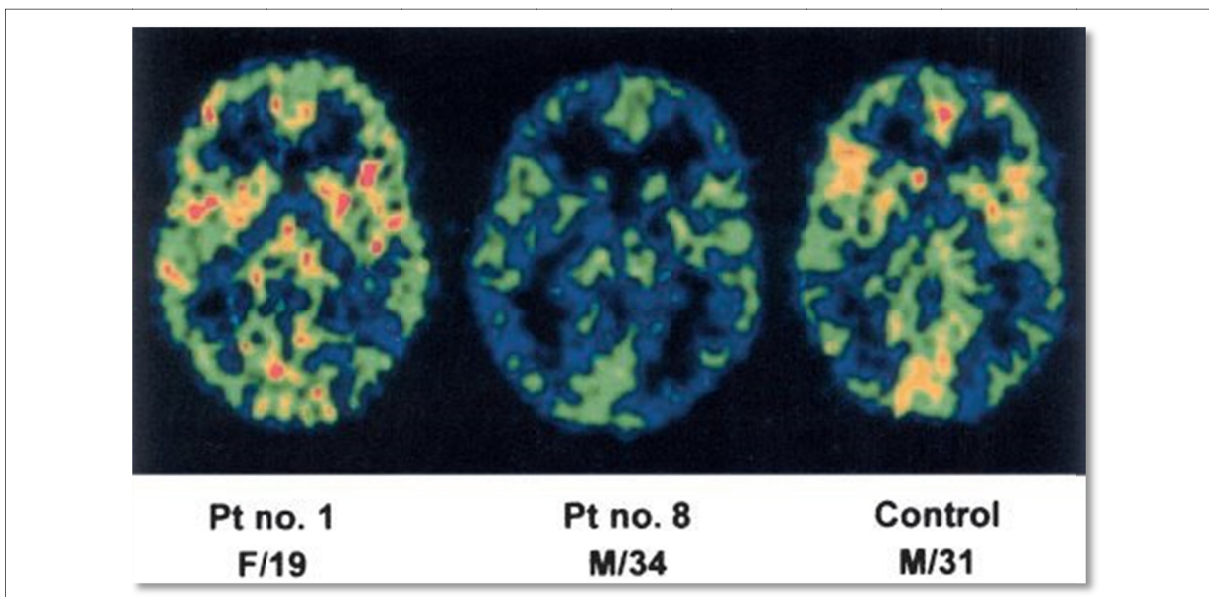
Tomografía por emisión de positrones del FSC. En el paciente 1 podemos apreciar un FSC similar al paciente control. En el caso del paciente 8 apreciamos una clara reducción del FSC respect al control de predominio en sustancia blanca (modificado de Tuominen et al²⁴¹)
